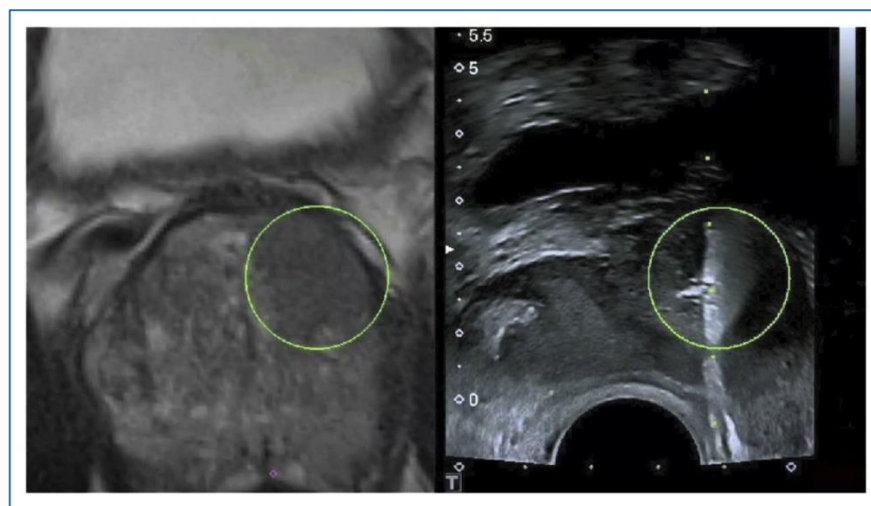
MRT/Ultraschall-Fusionsbiopsie mit links-anteriorer Läsion: T2w-MRT (links); B-Mode US mit applizierter Nadel (rechts) (mit freundlicher Genehmigung von Prof. Dr. med. Thomas Fischer)
